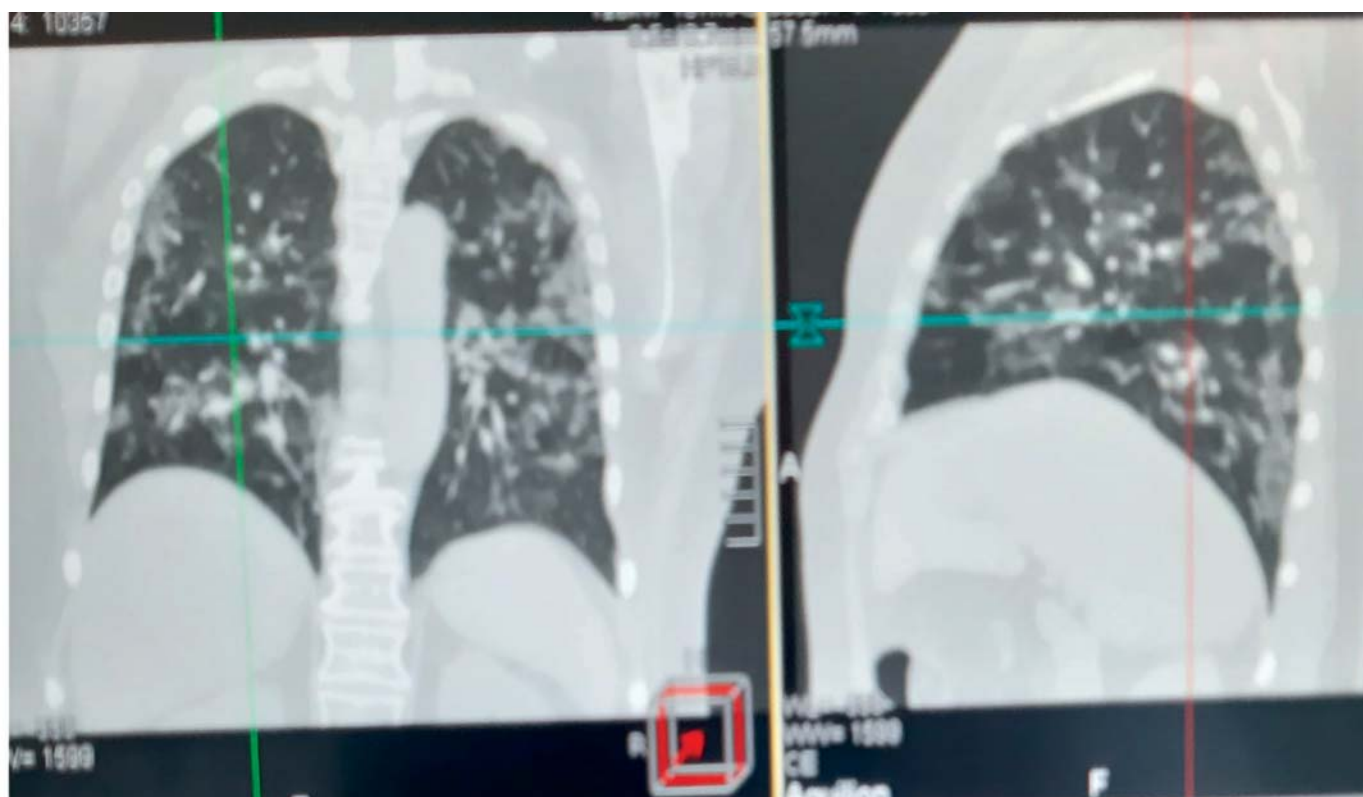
Ковидные изменения в легких на компьютерной томографии (КТЗ)
